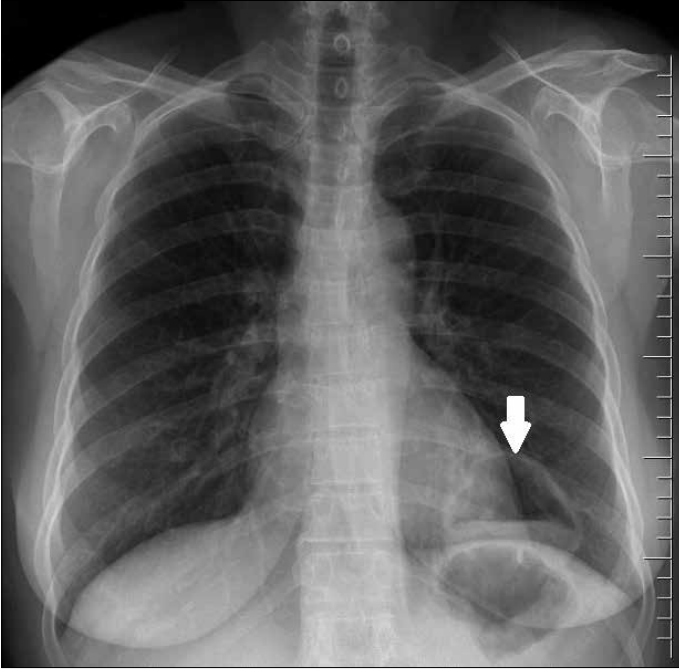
Olgu 2'nin akciğer grafisinde kistik ekinokokoz lezyonları.
